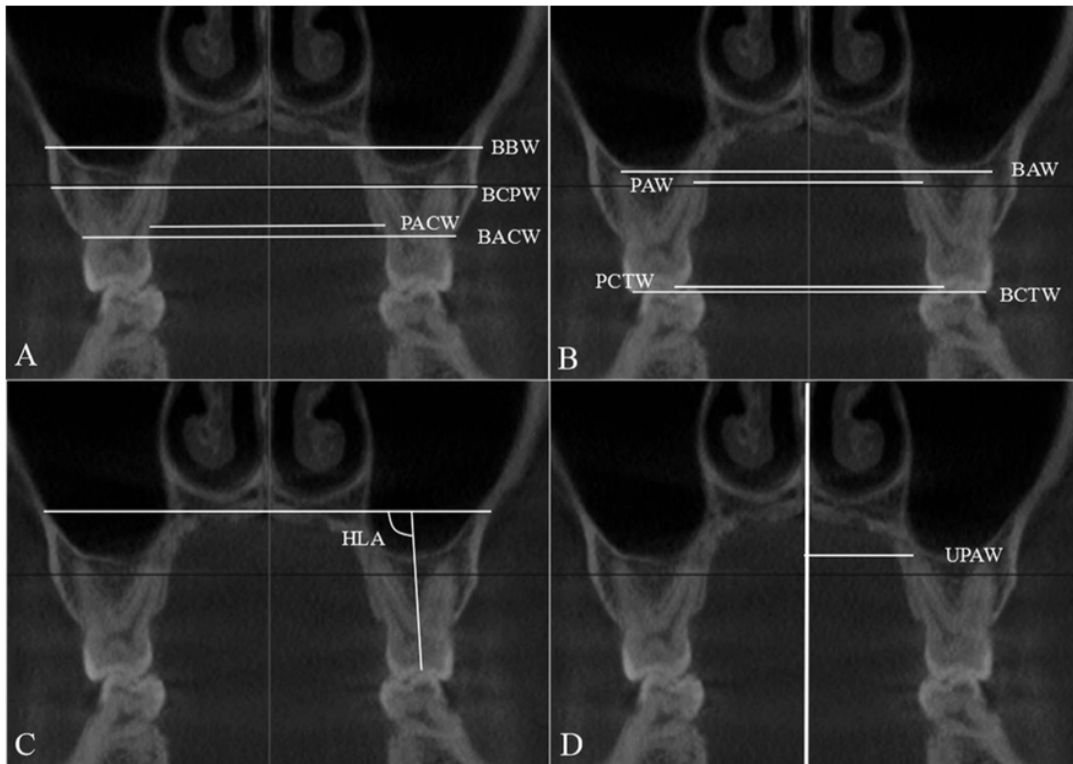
Mesures sur imagerie 3D (CBCT) A : profondeur de l'os maxillaire et profondeur alvéolaire B : profondeur de l'arcade maxillaire C : version des 1eres molaires maxillaires D : profondeur unilatérale de l'arcade maxillaire(17)
